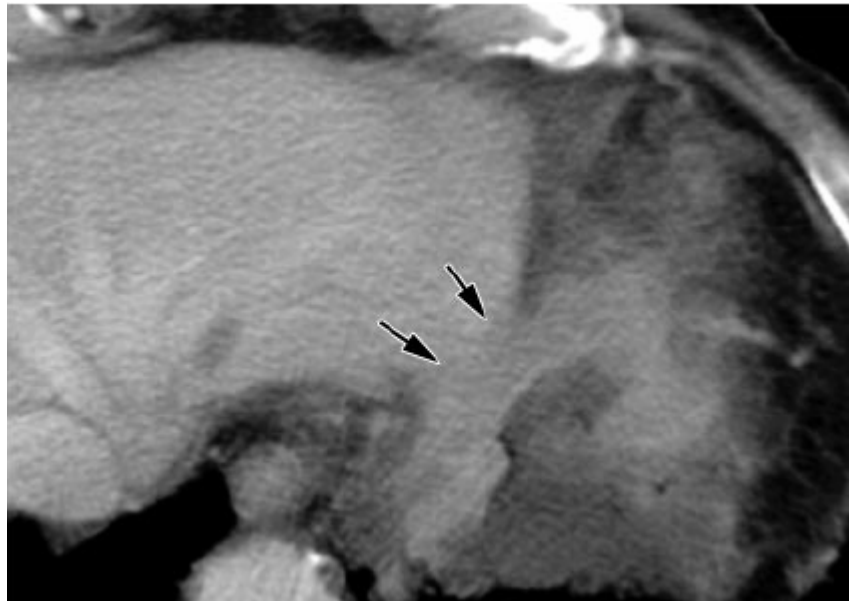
TDM axiale montre une tumeur T4, cancer avancé avec infiltration grossière du segment latéral du foie (39).
